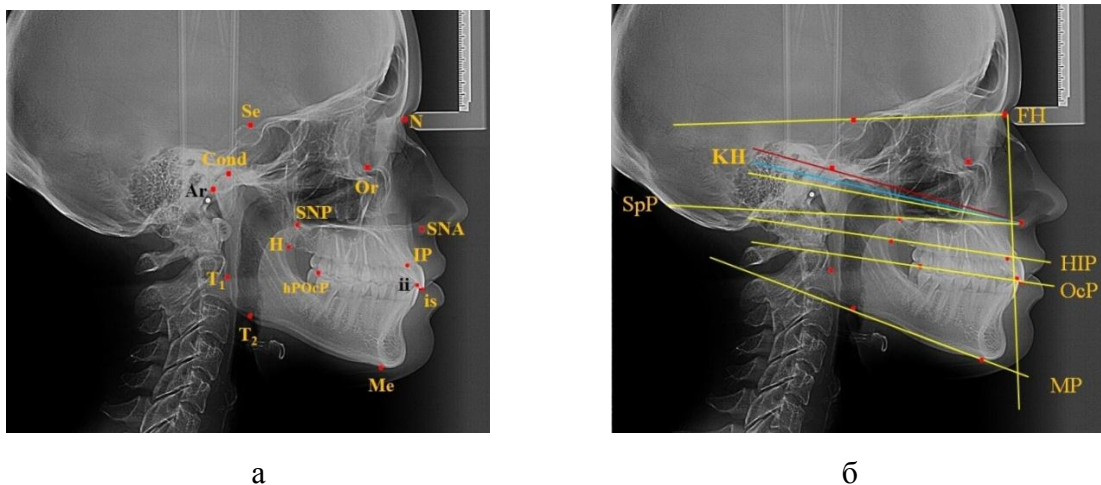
Основные точки (а) для построения линий и плоскостей на боковых телерентгенограммах (б)
